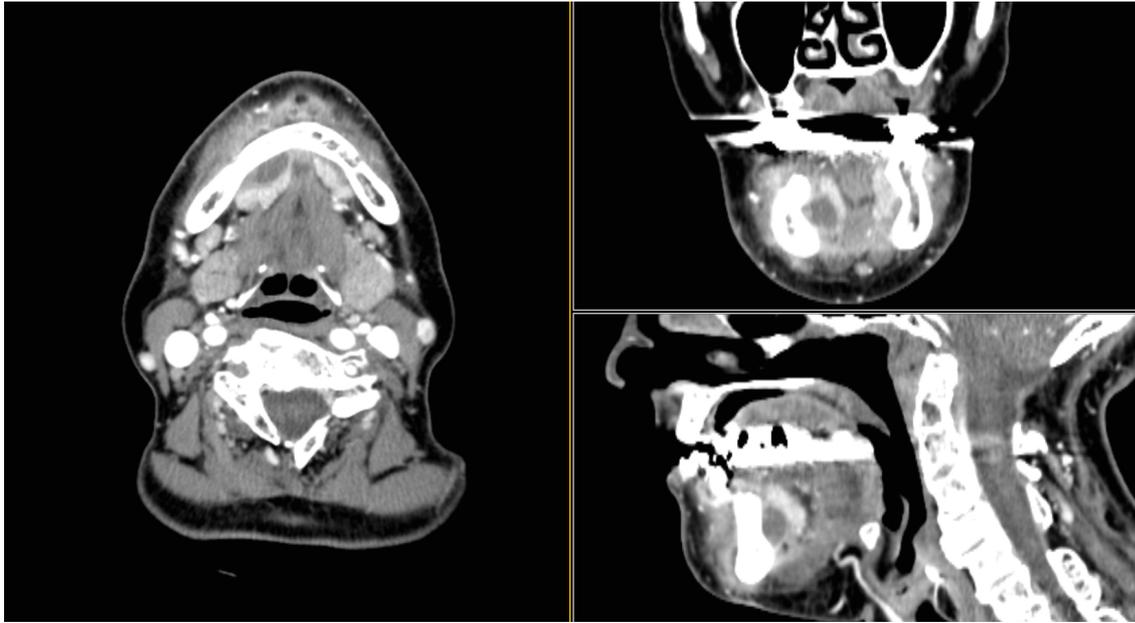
TDM injectée, vue axiale, coronale et sagittale, révélant une collection sous-périostée dans la loge sous-maxillaire droite.
